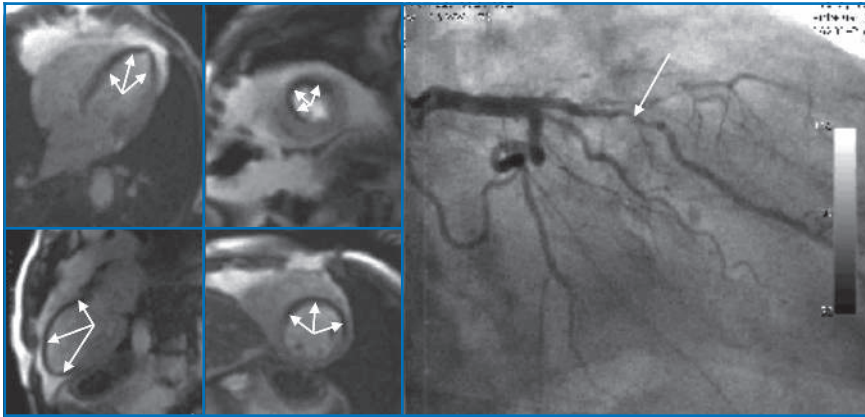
IRM de stress de perfusion lors du premier passage de gadolinium obtenue 3 mn après injection de 0,84 mg/kg de dipyridamole chez un patient symptomatique ayant une épreuve d'effort sous-maximale. Il existe une zone d'hypoperfusion sous-endocardique au niveau de la paroi antéro-septo-apicale au cours du stress (flèches), témoignant d'une anomalie de réserve de perfusion myocardique. Aucun foyer de rehaussement tardif, donc pas de séquelle de nécrose (image non montrée). Sténose de l'IVA (flèche).
